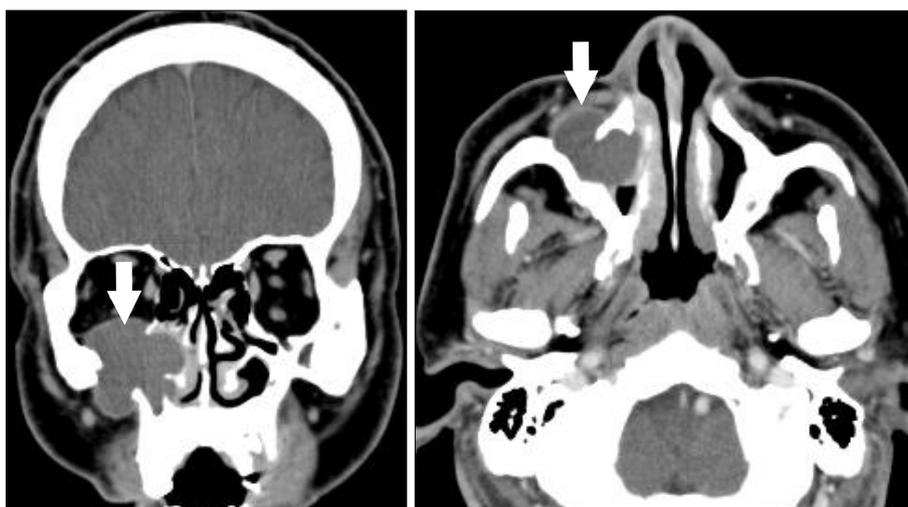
Preoperative CT images shows the soft density lesion of right maxillary sinus extending into orbital area through bony destruction of infraorbital portion of orbit (white arrow).
